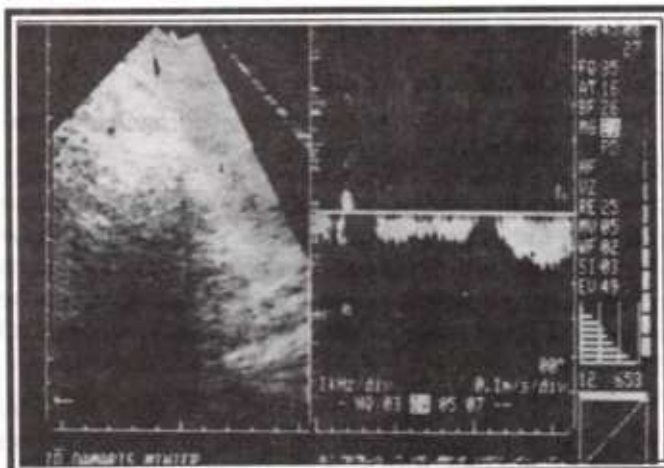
Ecocardiograma mostrando vena cava inferior a la izquierda.
